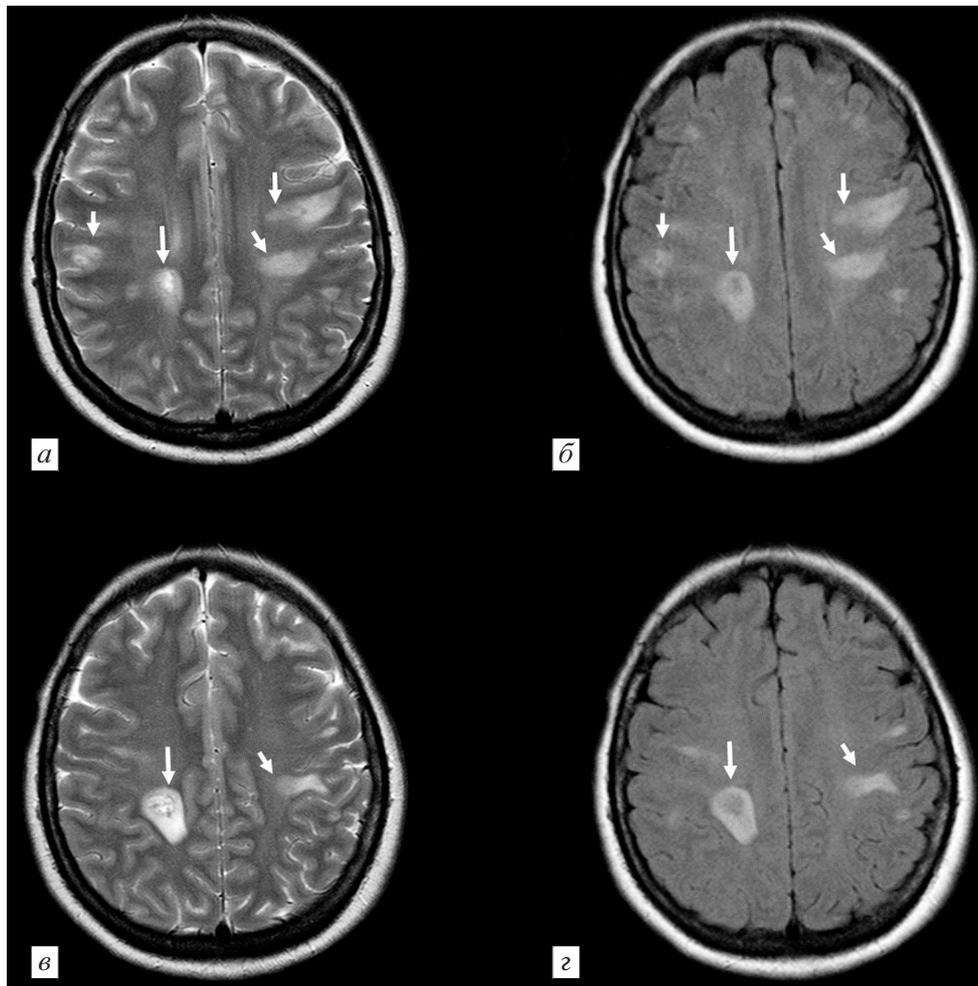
МРТ головного мозга пациентки А., 34 года. Диагноз: отогенный менингоэнцефалит, острый правосторонний гнойный средний отит, мастоидит.
